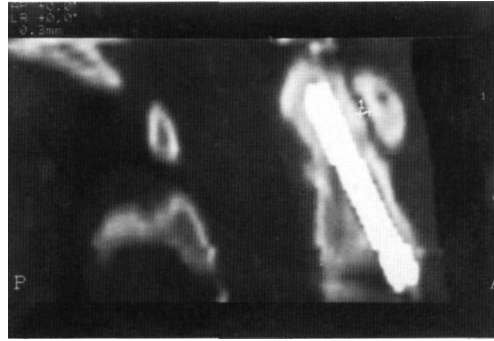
Imagen de TAC realizada a los 9 meses en la que se confirma la consolidación de la pseudoartrosis. El paciente se encontraba clínicamente asintomático conservando la movilidad cervical.
